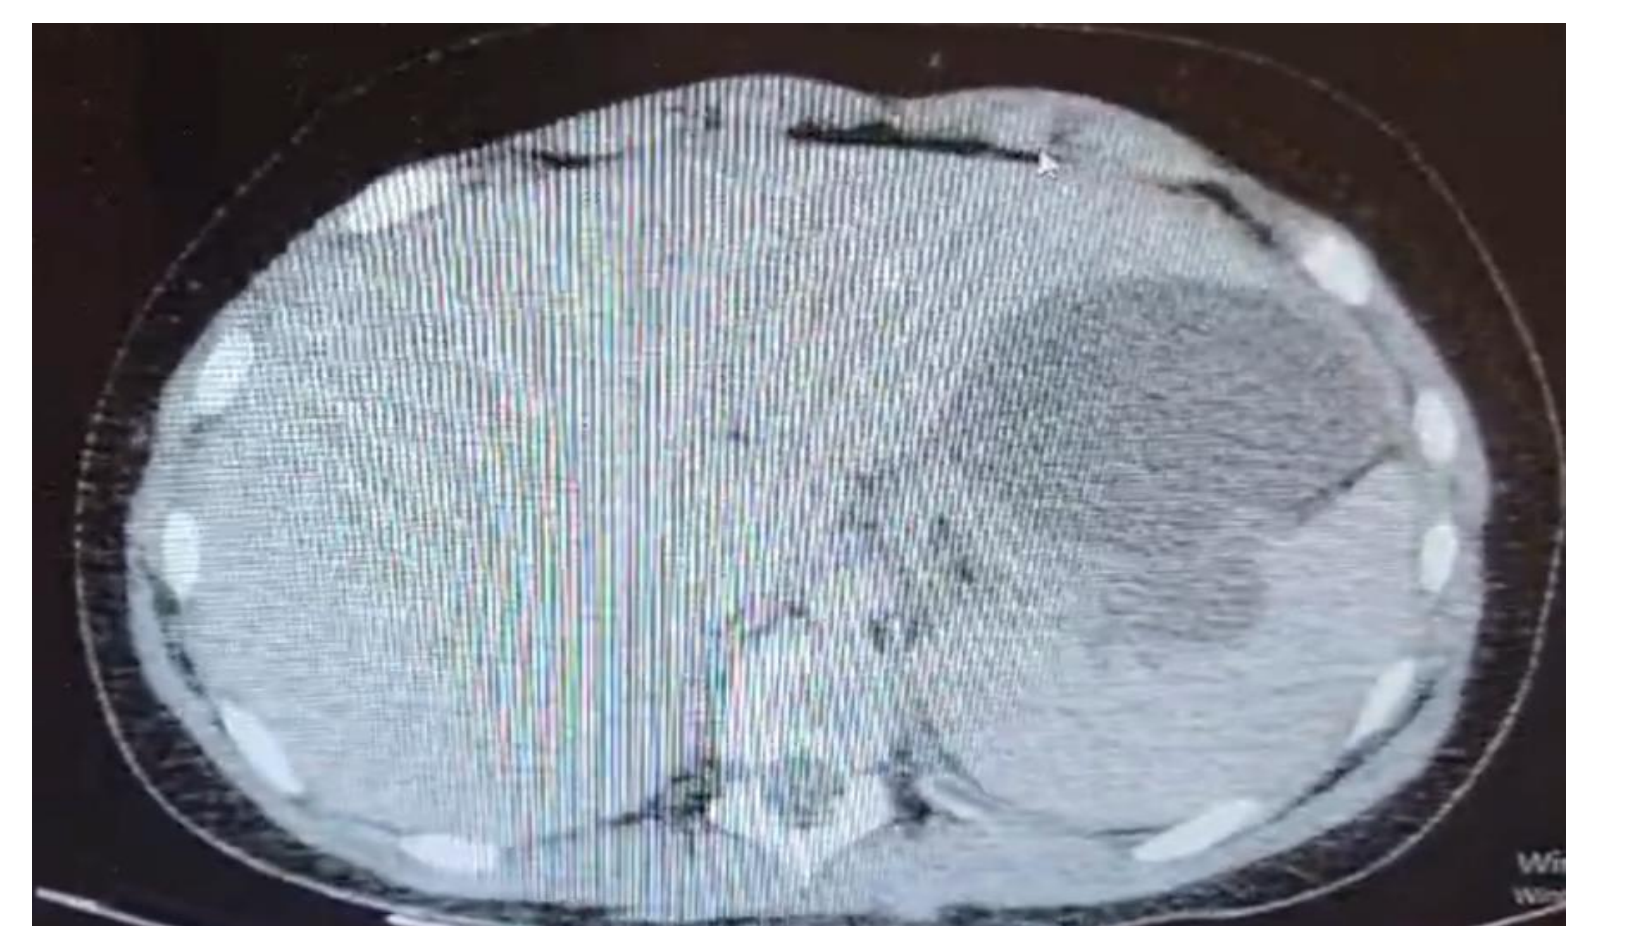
Dalak alt poldeki kistin aksiyal ve koronal BT görüntüleri
